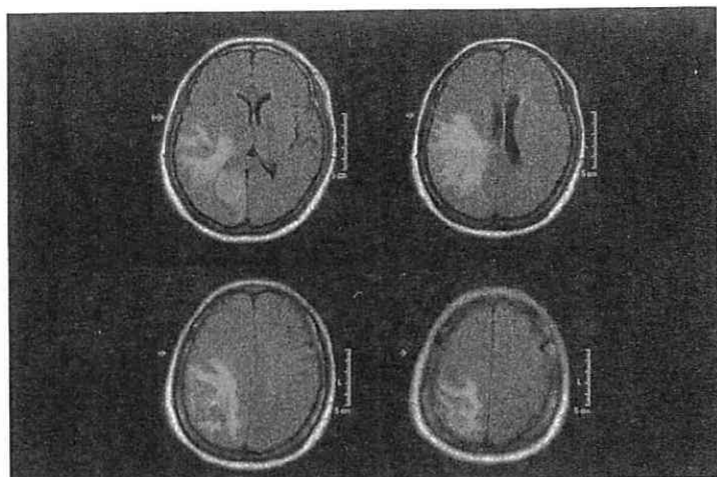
症例のMRI (水抑制IR画像:FLAIR)
